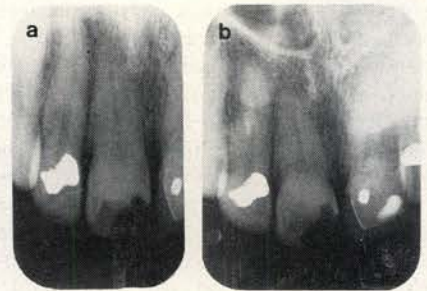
toont een peri-apicale röntgenopname van de 11. Het element is ten gevolge van een onjuiste verticale instelling te lang afgebeeld. De wortelpunt is vaag te zien, de parodontale lijn en de lamina dura zijn op deze plaats nauwelijks of geheel niet zichtbaar. Bovendien raakt de projectie van de spina nasalis anterior ook nog de wortel. Op de nieuw vervaardigde opname zijn al deze fouten opgeheven en is de peri-apex van de 11 goed te beoordelen.
